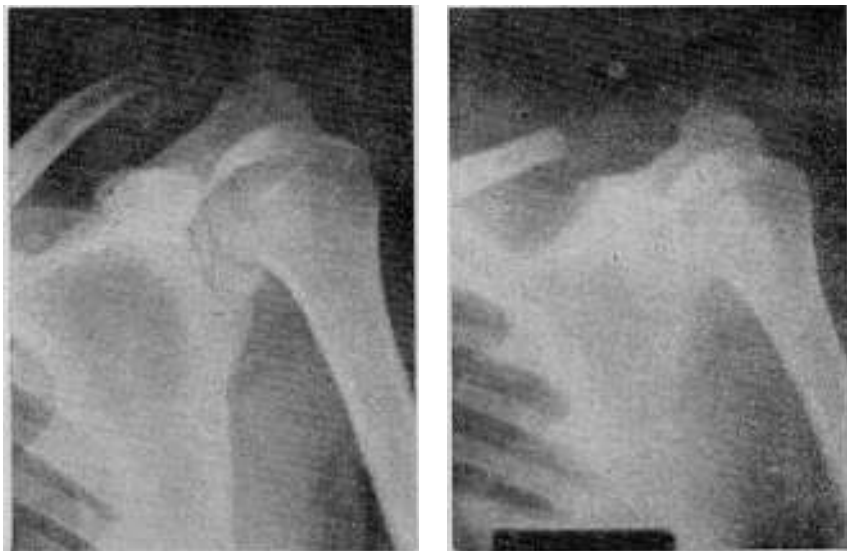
A izquierda, radiografía de la luxación y, a derecha, después de la resección del tercio distal de la clavícula.
